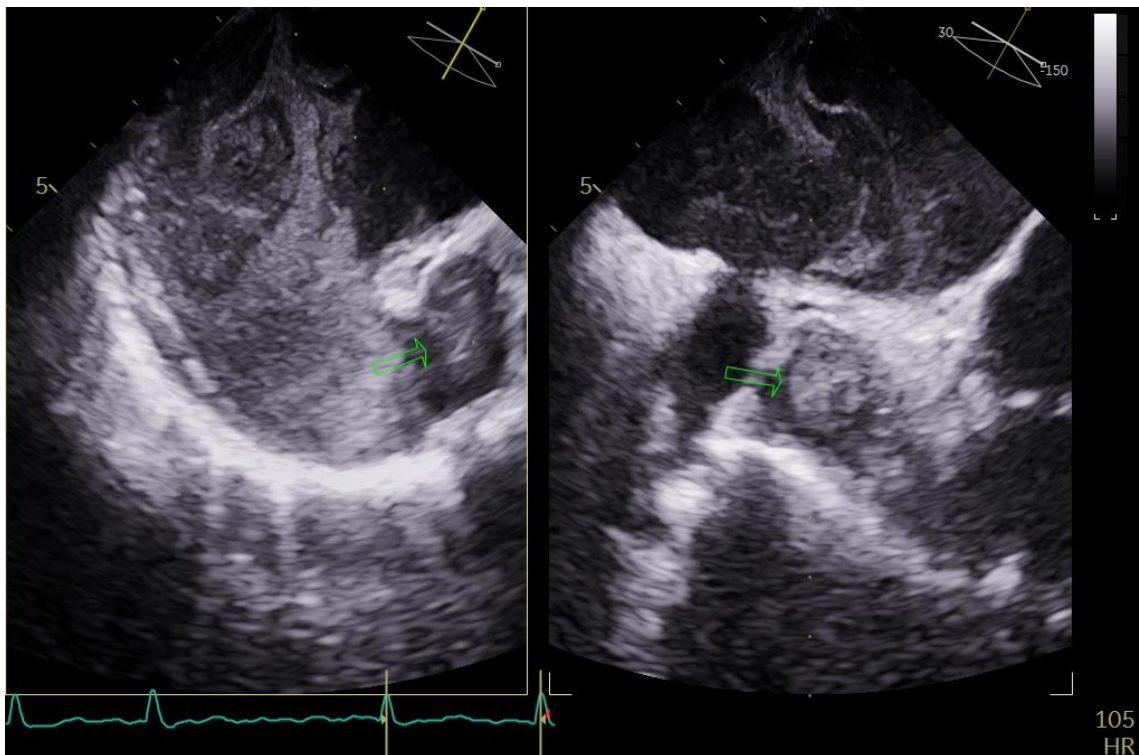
Imagen multiplanar de ecocardiograma transesofágico con zoom a nivel de orejuela izquierda que muestra morfología en “alita de pollo” con eco-contraste
